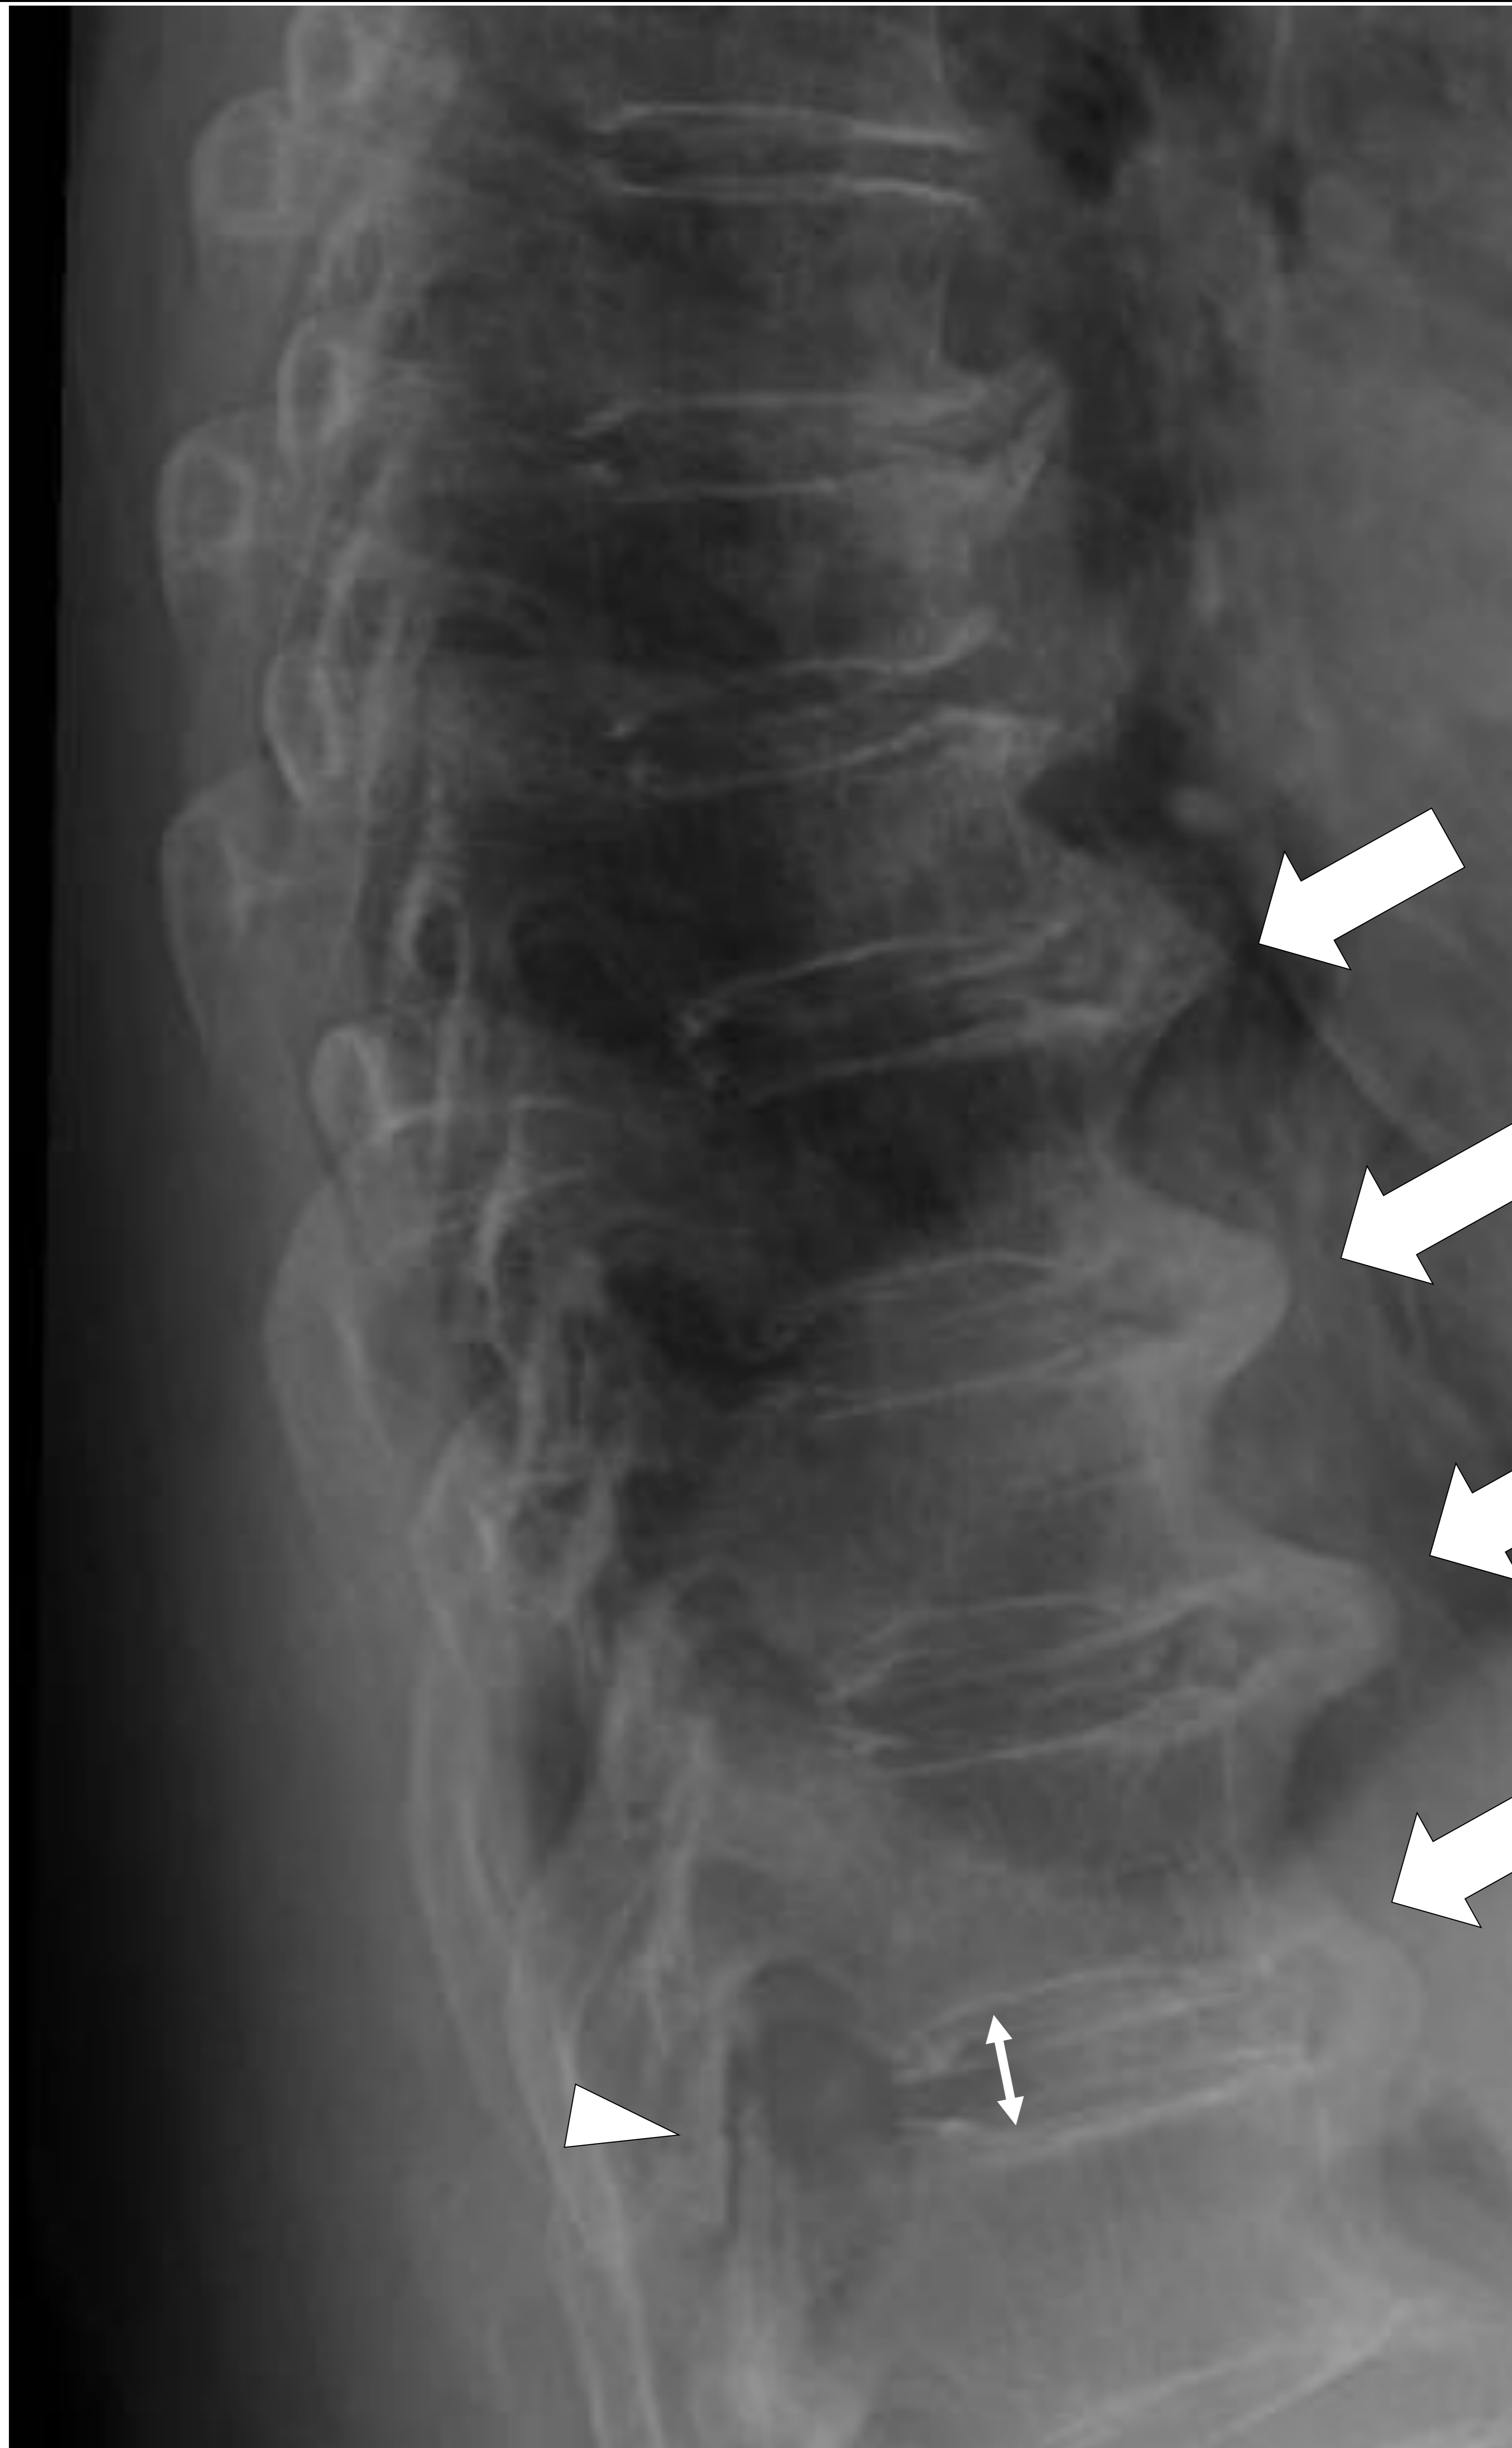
Radiografía simple de columna dorsal lateral en bipedestación (A) e imagen detalle (B). Mujer de 65 años con rigidez y molestias lumbares. Imagen prototípica de la HEDI: Se objetiva una calcificación anterior y continua que genera puentes óseos (al menos 4) entre cuerpos vertebrales dorsales bajos (flechas numeradas). Esta localización es especialmente típica de la HEDI espinal. Nótese como el espacio intersomático está preservado (flecha de doble cabeza) y no se aprecian cambios artrósicos de significación.
